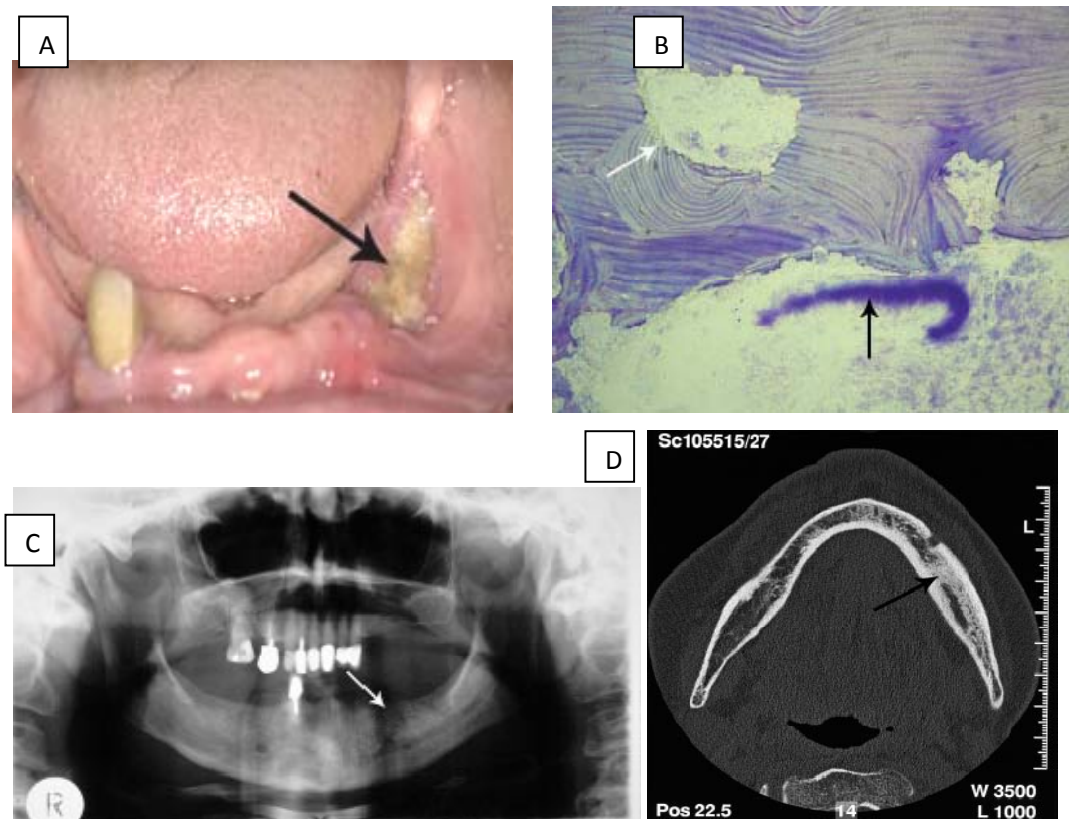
Imágenes del mismo paciente. A) Ulceración mucosa con exposición de hueso ubicada en la mandíbula, posterior a la extracción dental, el paciente recibió zoledronato como tratamiento para el mieloma múltiple. B) El estudio histológico de la biopsia muestra hueso necrótico y avascular, hay evidencia de resorción osteoclástica (flecha blanca) y de infiltrado inflamatorio agudo (flecha negra). C) En la radiografía panorámica se observan lesiones osteolíticas de la mandíbula en el sitio de la extracción. D) Mediante el uso de la tomografía axial computarizada apreciamos las zonas escleróticas en la mandíbula (flecha).³³
